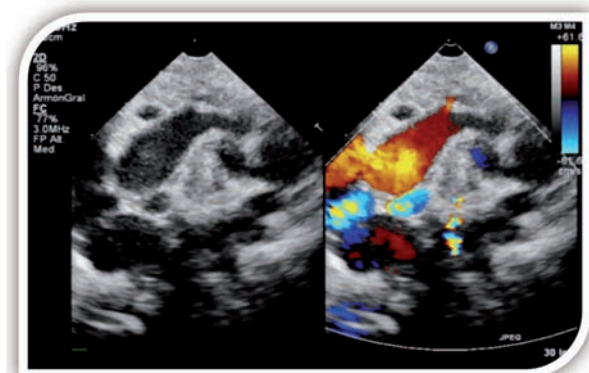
Ecocardiografía. Arco aórtico anómalo, tortuoso.
